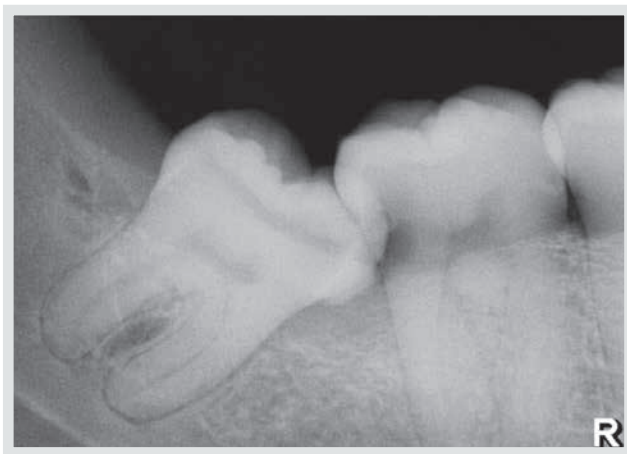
Radiografías periapical y aleta de mordida que verifican la radiolucidez a nivel de la unión amelocementaria distal del segundo molar inferior derecho asociada con el tercer molar retenido.
